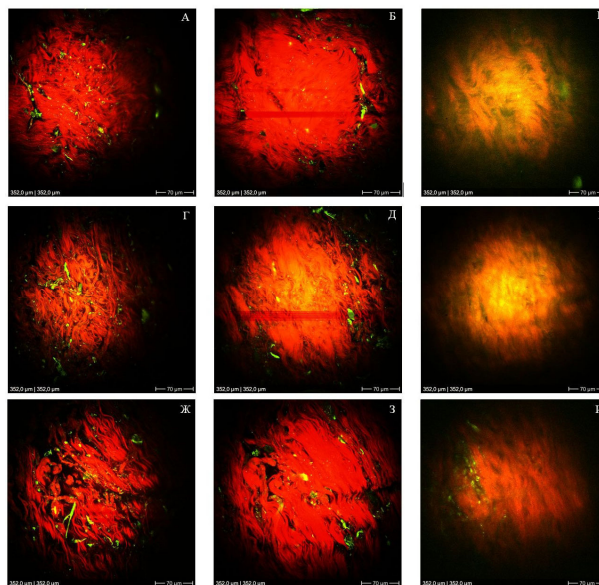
Изображения образцов склеры свиной на разной глубине, полученные с помощью мультифотонного томографа А-В – в нативном состоянии, Г-Е – после воздействия раствором рибофлавина и ультрафиолета, Ж-И – после воздействия раствором рибофлавина, просветления раствором глицерина и облучения ультрафиолетом. Красным изображен сигнал второй гармоники, зеленым – сигнал двухфотонно возбуждаемой автофлюоресценции
